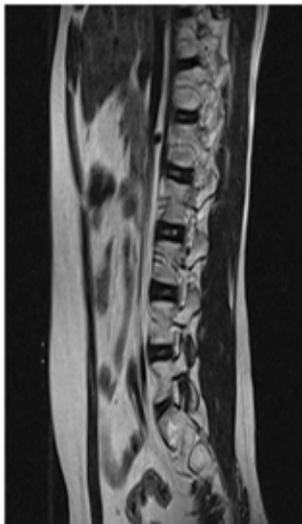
Avaliação por ressonância magnética evidenciou alteração de sinal difuso da medula óssea das vértebras lombares e sacrais avaliadas, bem como dos ilíacos. Existem sinais sugestivos de pequena fratura compressiva ao nível do platô superior de T12, com discreto achatamento deste corpo vertebral.
